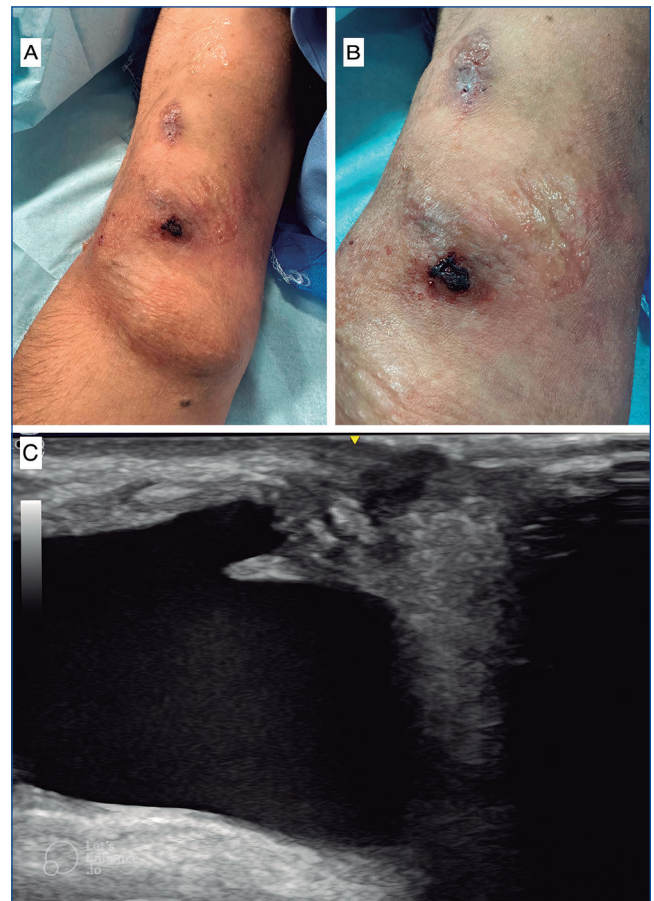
A and B) AVF arm with puncture lesion. C) Sonography image of the false aneurysm.
